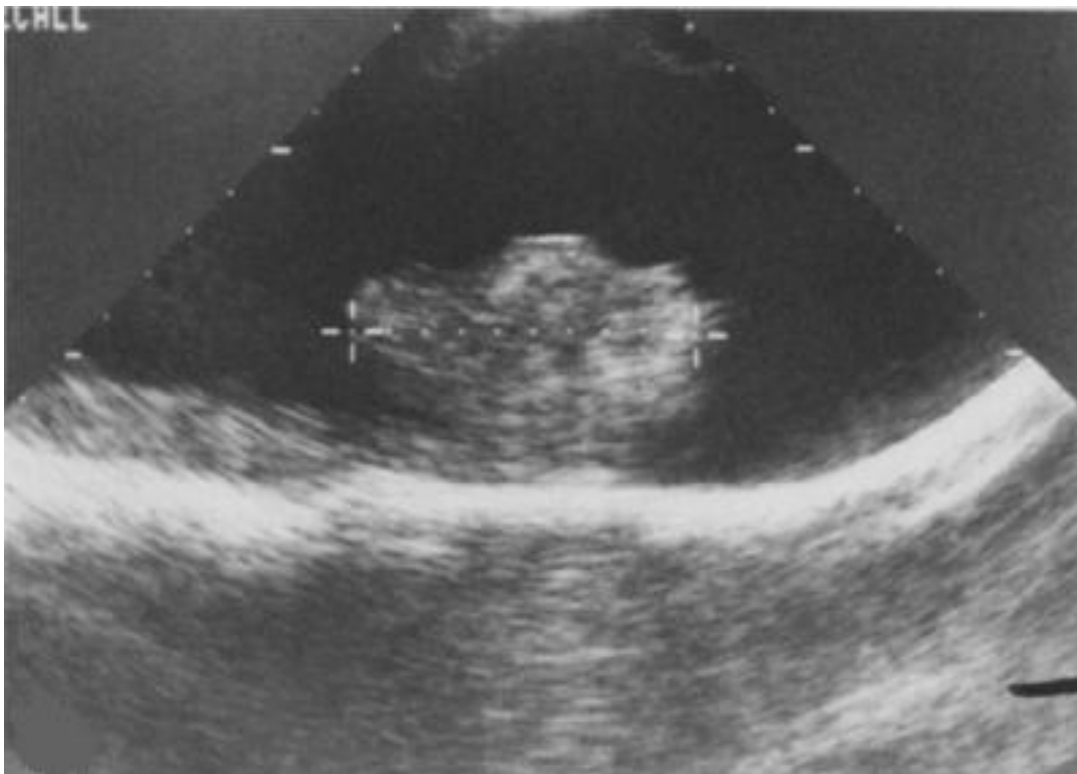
Image échographique (coupe sagittale) d'un TSC objectivant la prédominance de la composante kystique avec la présence d'une composante solide lobulée (marquée par +...+) [35]
